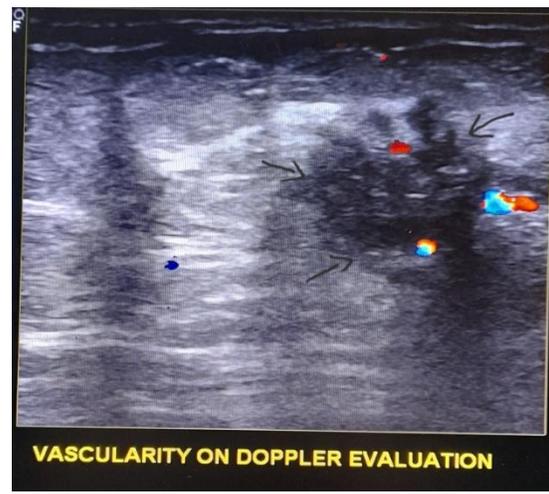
Ecografía Doppler with arterial flow
